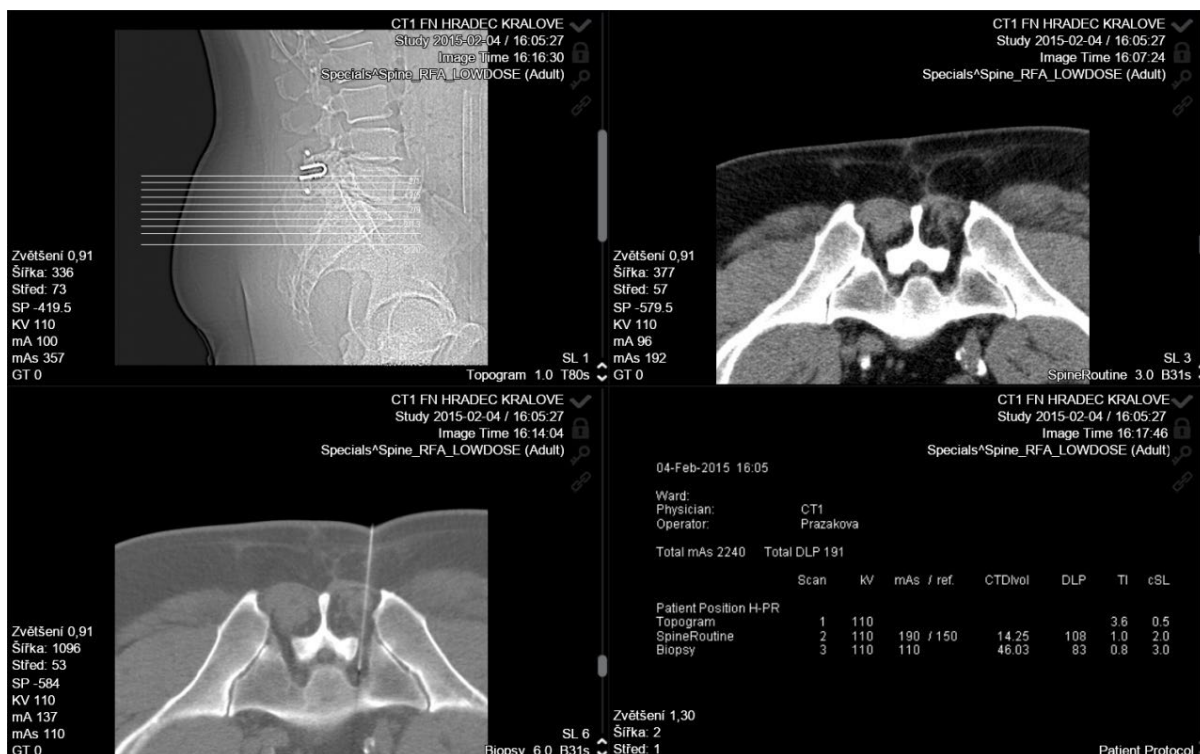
Vlevo a uprostřed CT zobrazení bederní páteře v sagitální a transversální rovině. Vpravo CT přístroj Somatom Definition AS plus, na kterém probíhá většina intervenčních zákroků na naší klinice.
